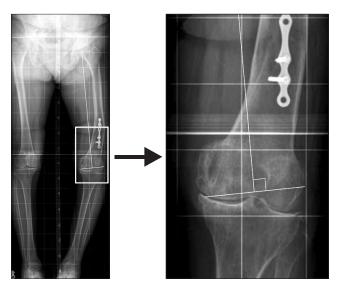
Preoperative full-length anteroposterior radiograph of the lower extremity including the hip, knee, and ankle. The line perpendicular to the femoral mechanical axis shows the anticipated femoral condylar resection.
